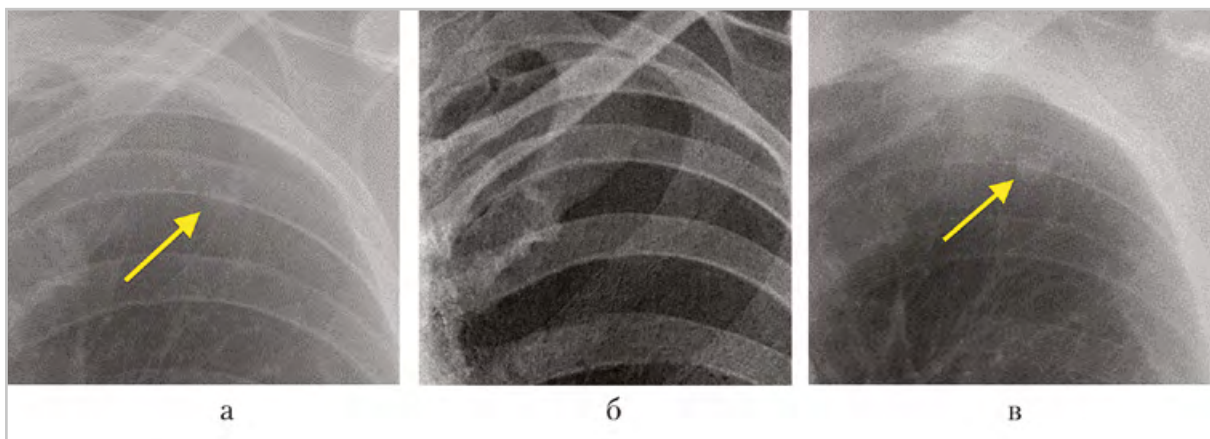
Рентгенограммы органов грудной клетки в прямой проекции: фрагмент стандартной рентгенограммы: в верхних отделах левого легочного поля определяется однородная округлая структура, на которую накладывается тень III ребра, затрудняющая ее визуализацию (а); костный режим ДЭР: позволяет детально оценить структуру костной ткани, опровергает предположение о внутрикостном расположении очага (б); мягкотканый режим ДЭР: реконструкция позволяет более отчетливо визуализировать округлую тень в верхней доле левого легкого в проекции заднего отрезка III ребра и подтвердить внутрилегочное ее расположение (в)
